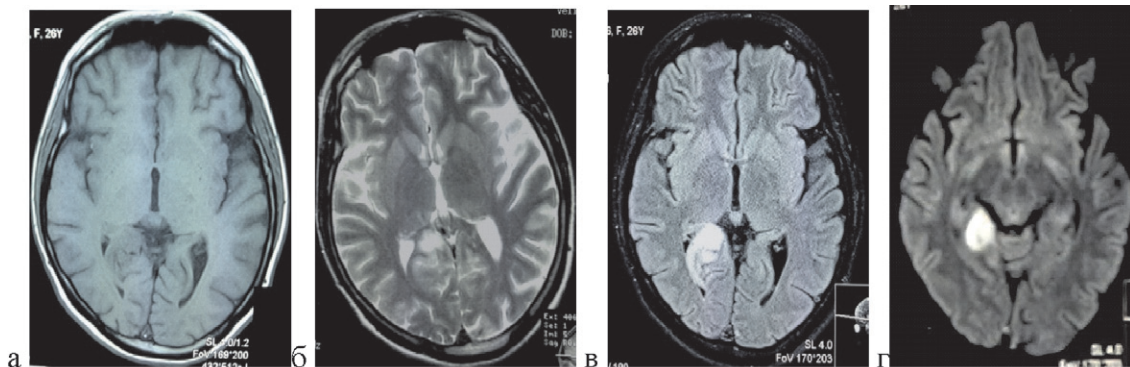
МРТ до операции, T1 (а), T2 (б), FLAIR (в, г).
